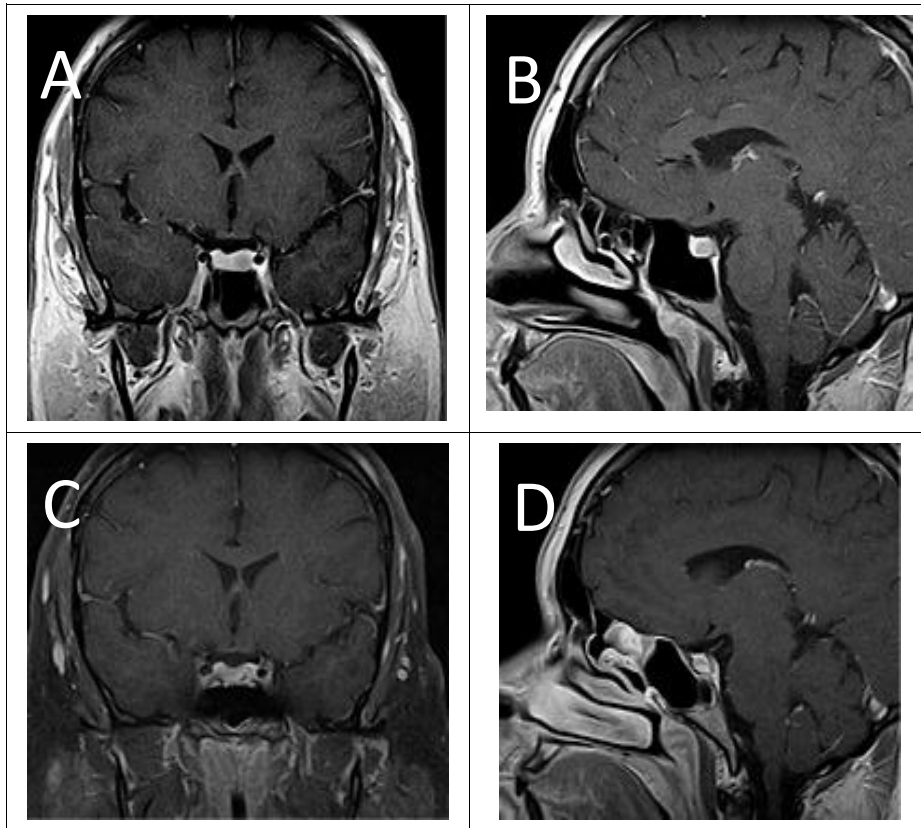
МРТ мікроаденоми гіпофізу:
